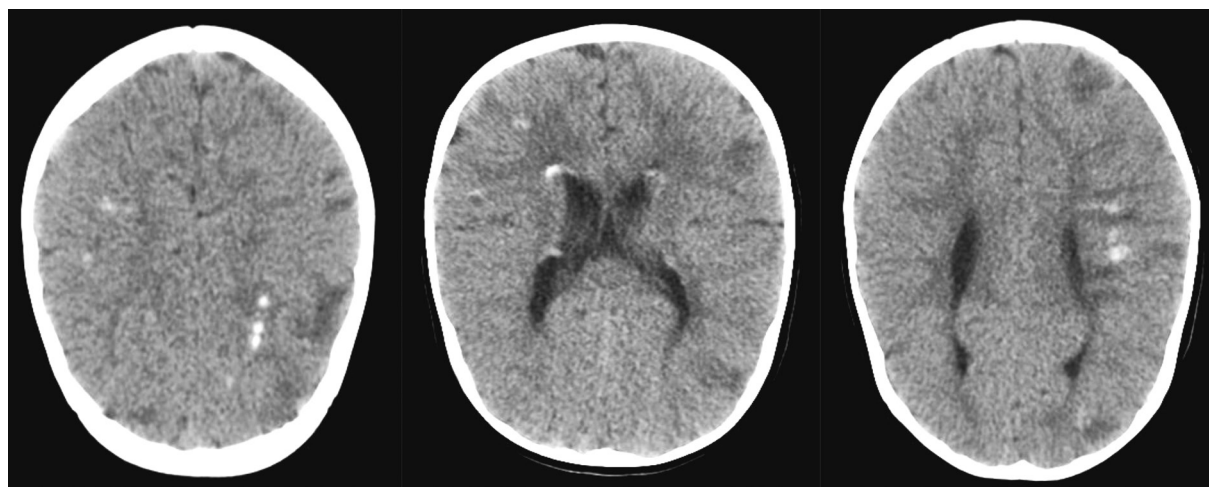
Рентгеновская компьютерная томография головного мозга ребенка Д.
